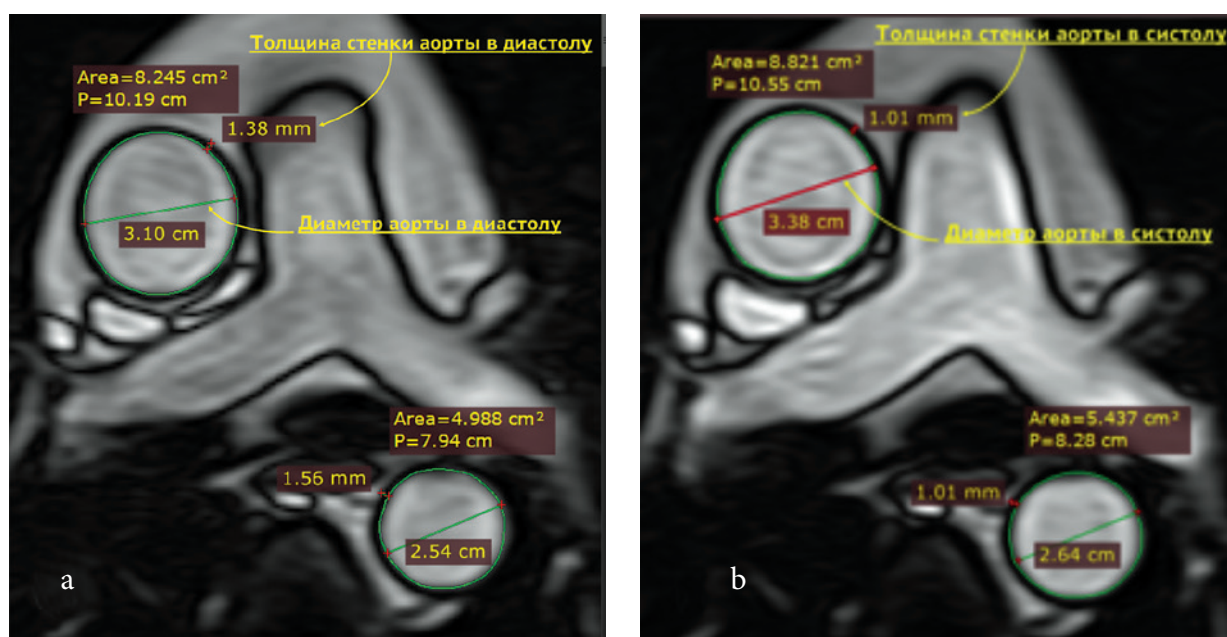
Конечно-диастолический (а) и конечно-систолический (б) кадры ЭКГ-синхронизированной кино-МРТ грудной аорты на уровне бифуркации легочной артерии. Срез перпендикулярно ходу как восходящего, так и нисходящего колена. Для восходящей и нисходящей аорты определяются параметры, входящие в формулы расчетов (1–3)
